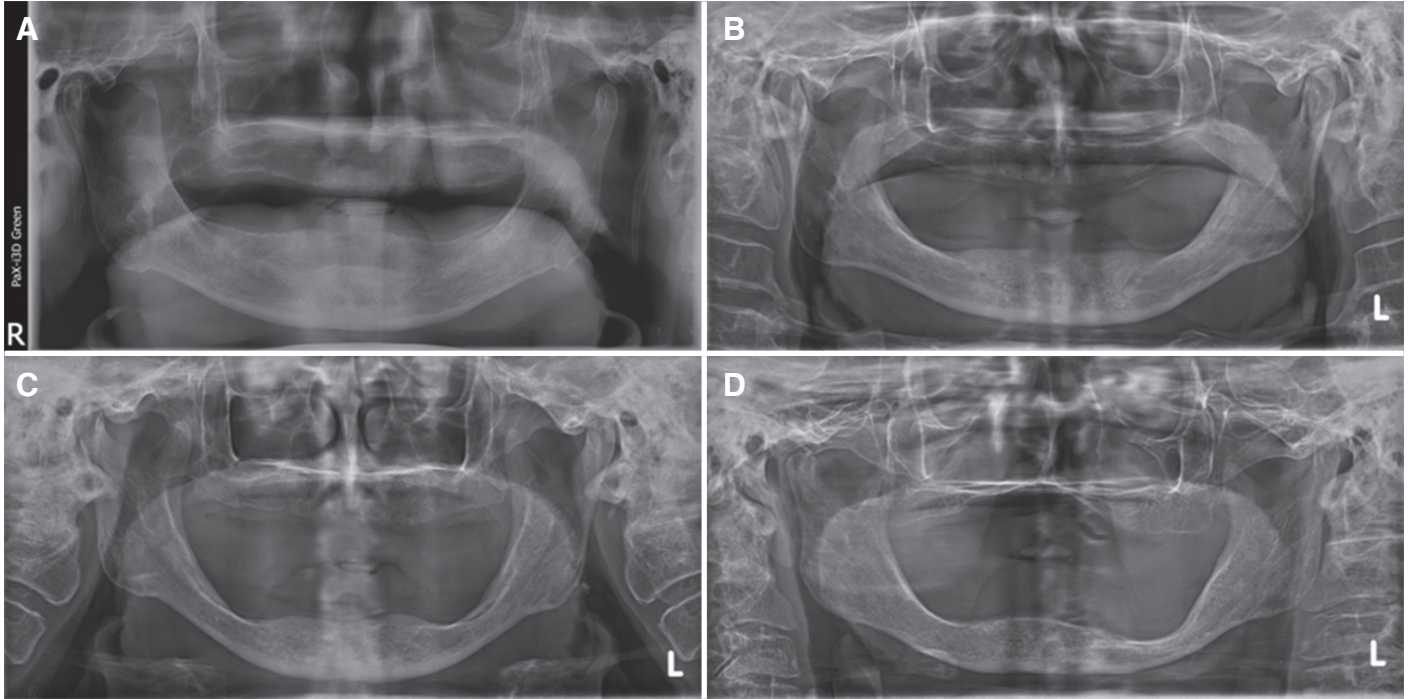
Panoramic radiographs (A) Patient No. 1, (B) Patient No. 2, (C) Patient No. 3, (D) Patient No. 4.
